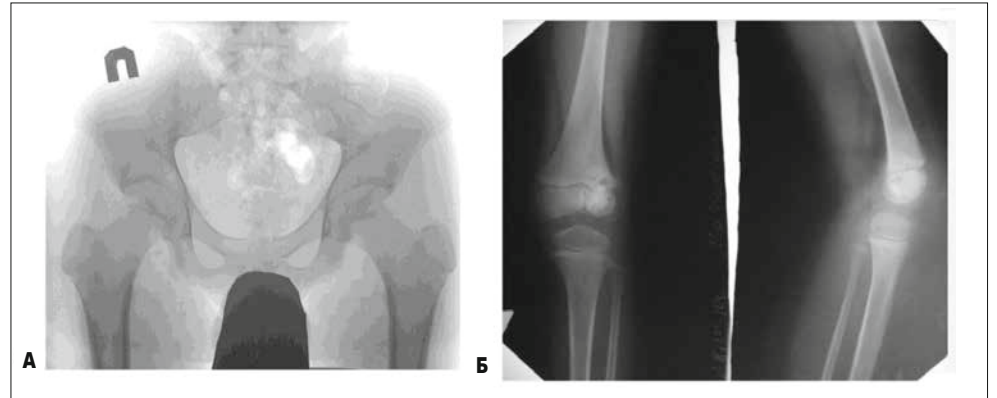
А – рентгенограма таза і кульшових суглобів: визначається деструкція з правого боку в гіліці сідничної кістки та звапнення у м'яких тканинах – туберкульозний апсцез; Б – рентгенограма колінного суглоба: у латеральних відділах епіфізу і метафізу стегнової кістки визначаються осередки деструкції на тлі остеопорозу
